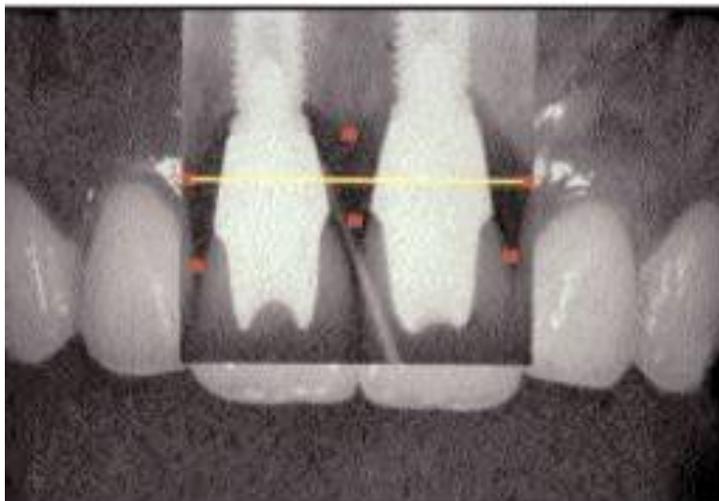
Radiografia demonstra uma restauração com implante após um ano
